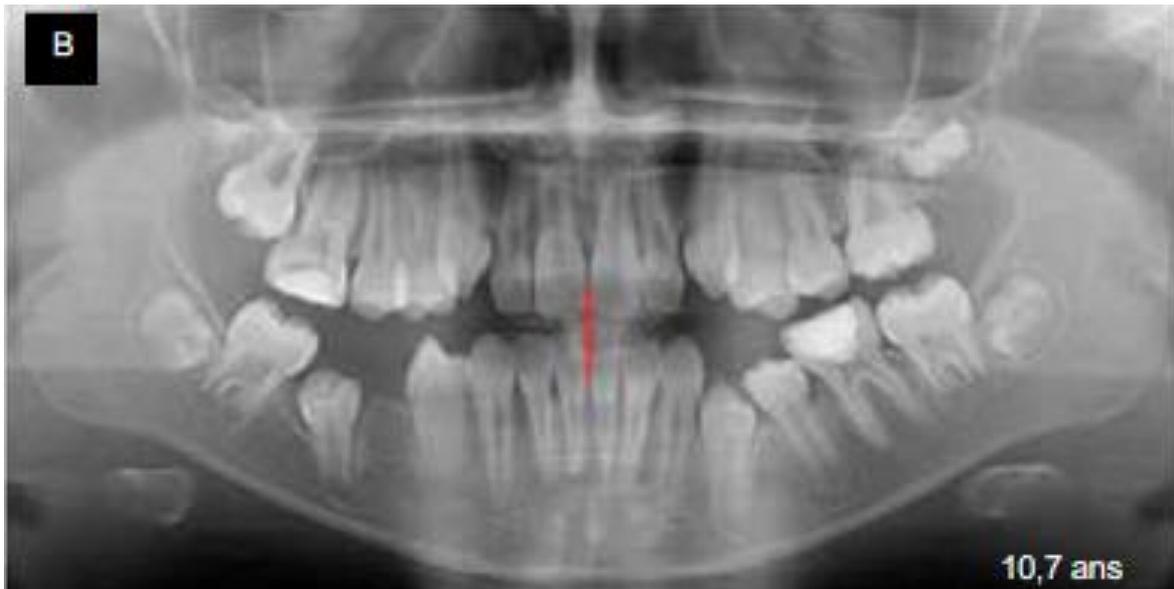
b : radiographie de contrôle 2 ans après l'extraction de 26 et 46 montrant la fermeture réussie de la fente d'extraction du côté gauche du maxillaire et l'existence d'une distorsion importante de la deuxième prémolaire du côté droit de la mandibule[44]
